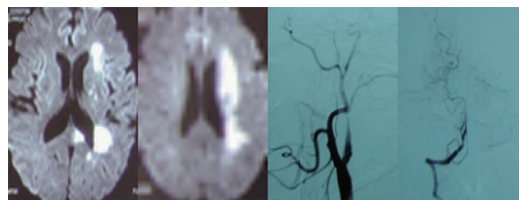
Findings in MRI and DSA of a 28-year-old male patient
